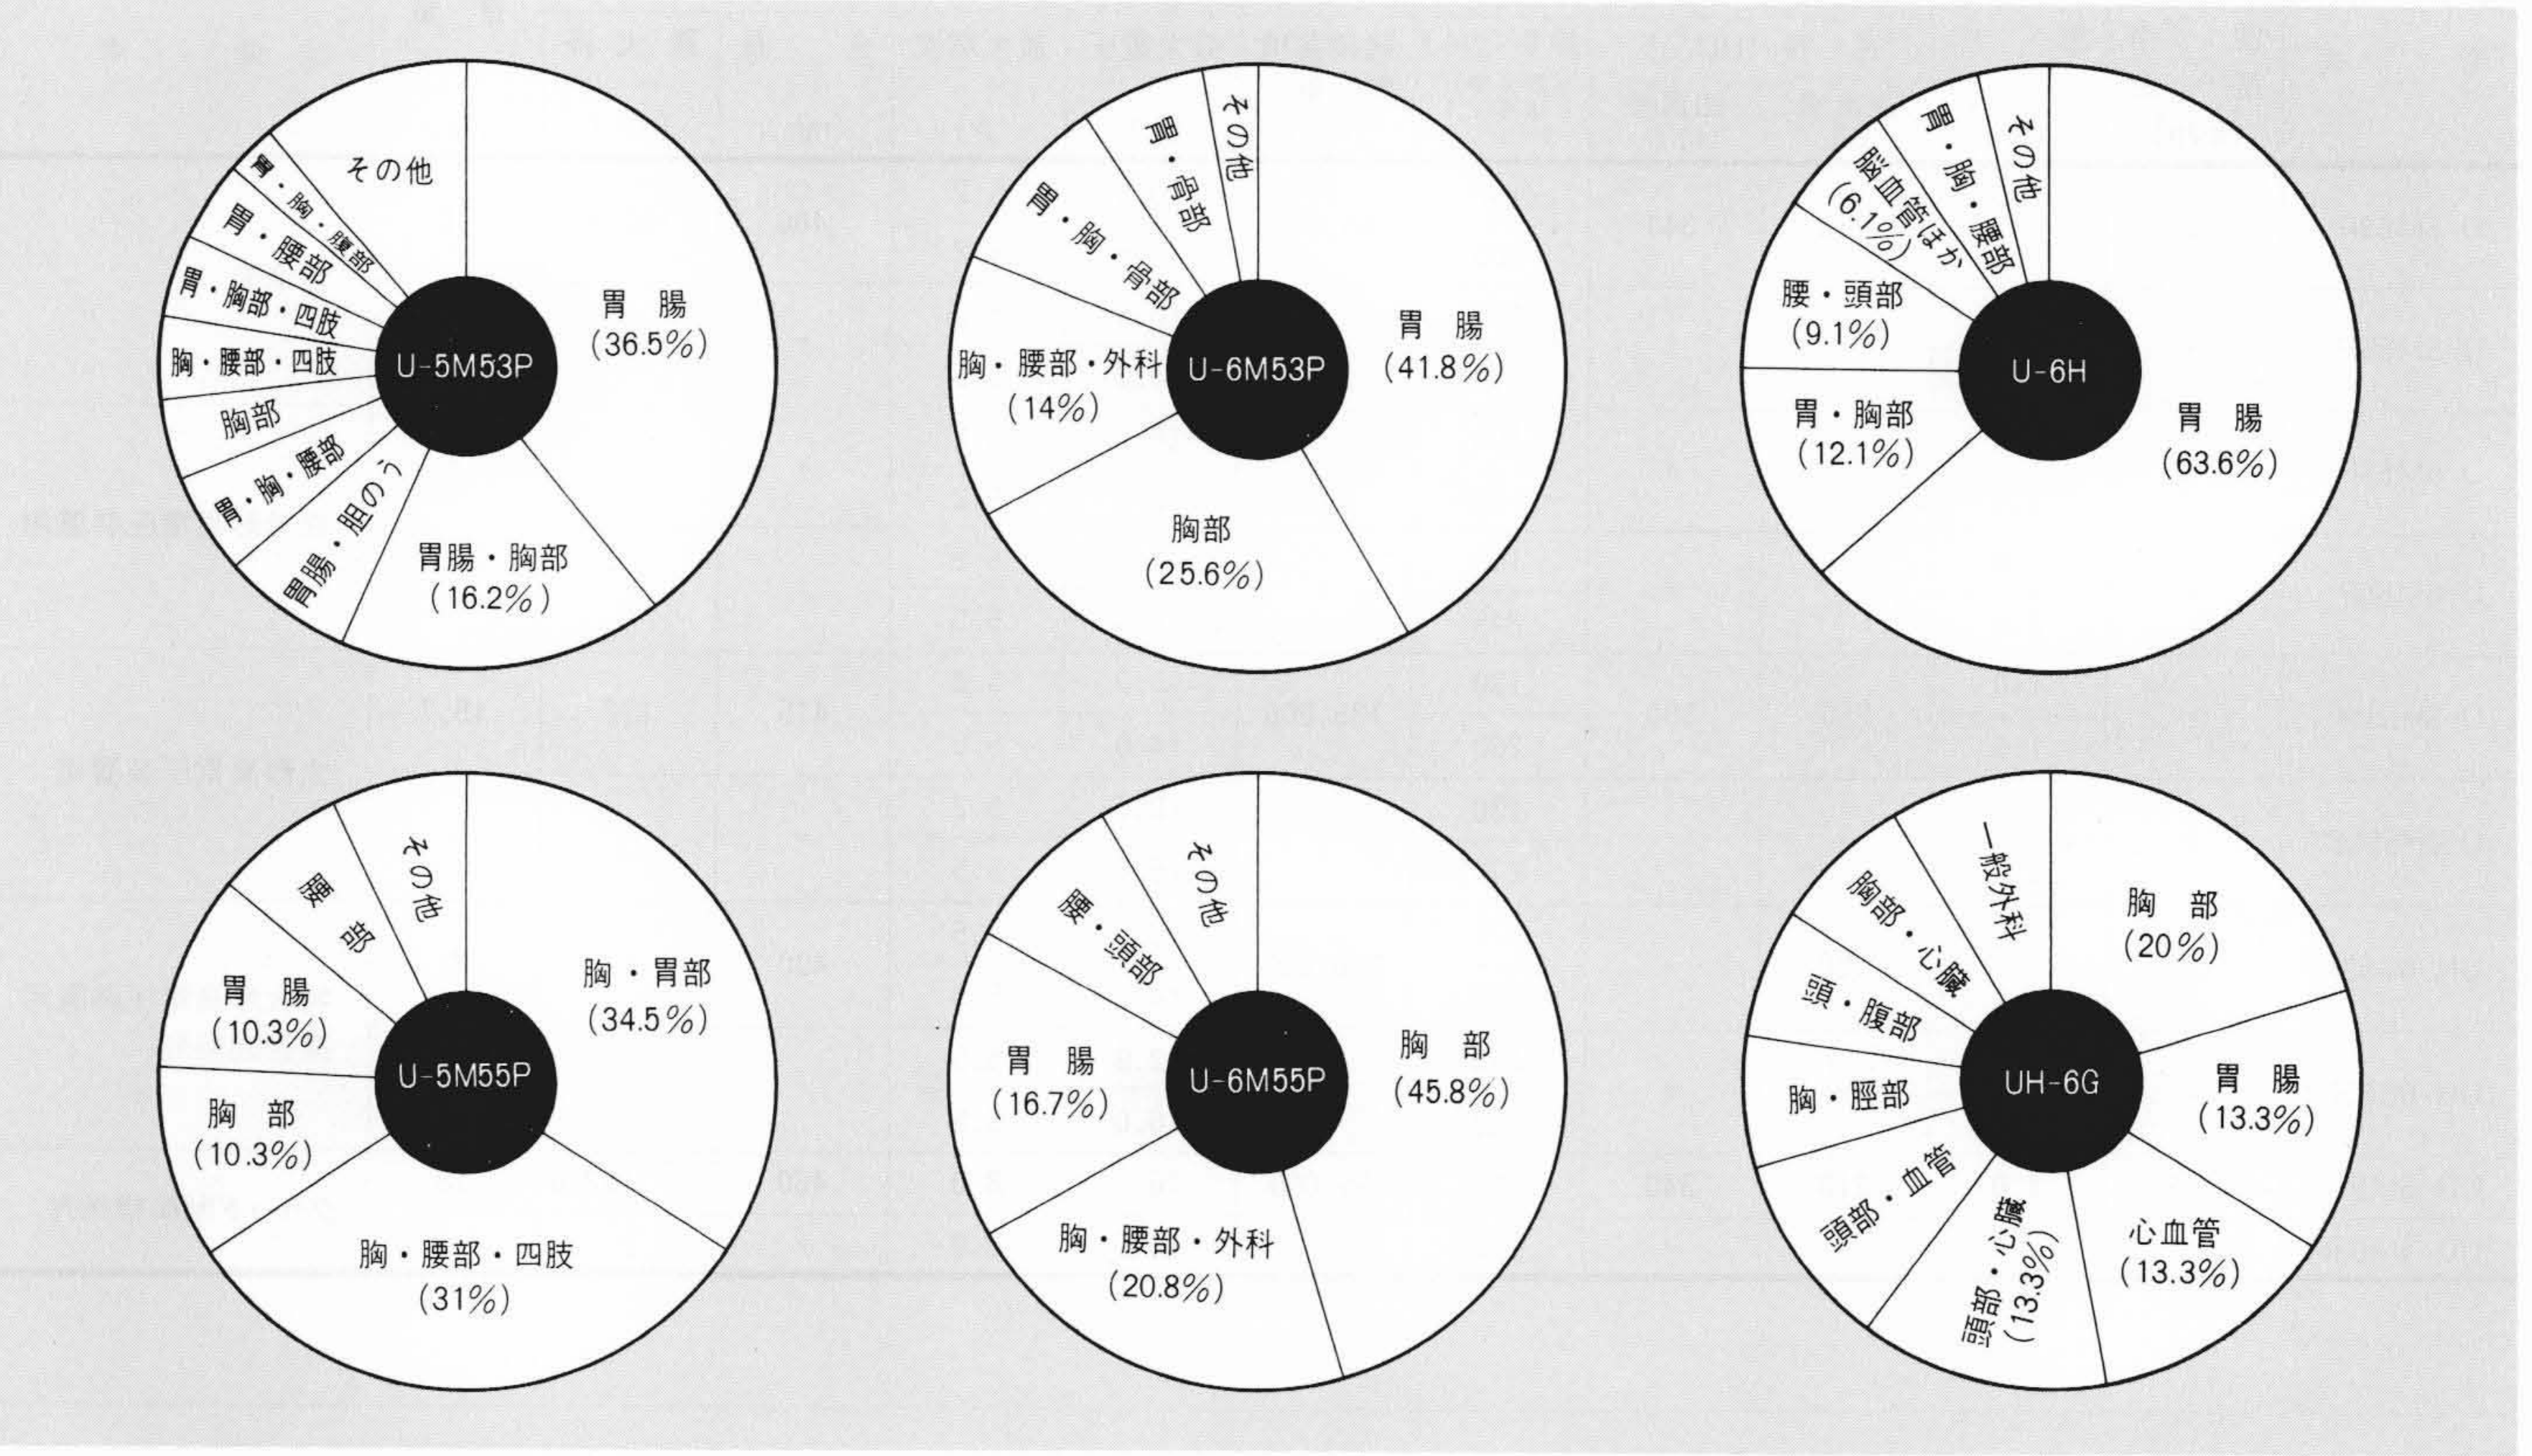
各種回転陽極X線管の用途別分類 各種回転陽極X線管の撮影部位別の使用比率を示したものである。
